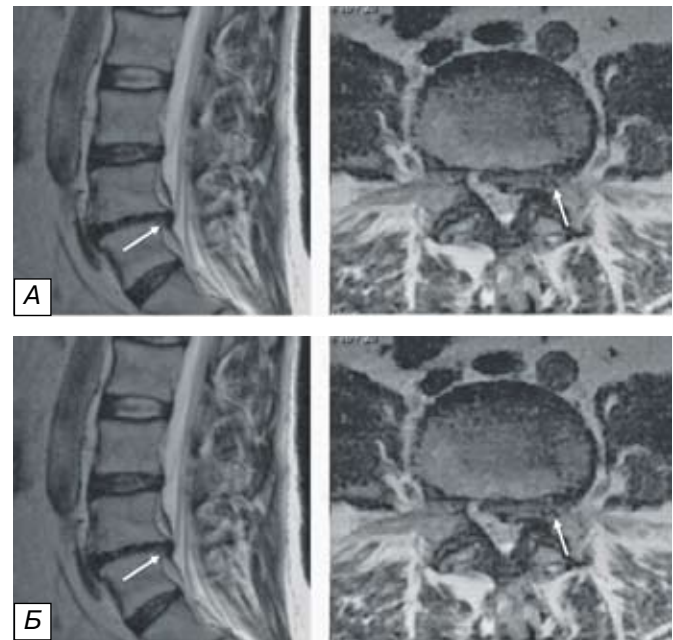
МРТ больного Е. 41 года. А — до операции, выявлена парамедианная грыжа диска L4-5 на широком основании с фораминальным компонентом (белые стрелки); б — после операции, парамедианная грыжа диска удалена, хорошо прослеживается корешковый карман (желтая стрелка), видна тень от винтового имплантата из пористого Ni-Ti (красная стрелка).
